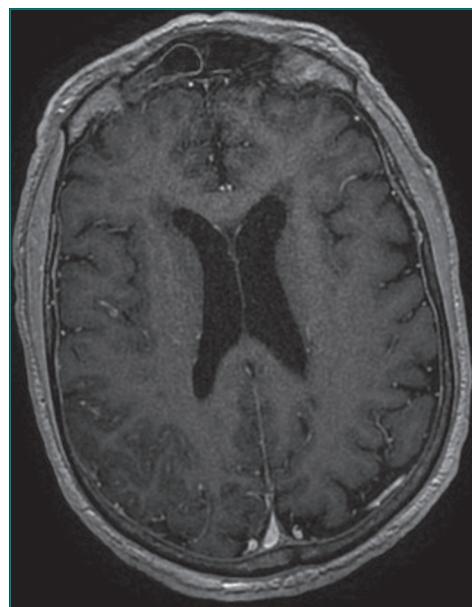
IRM cérébrale en séquence T1 axiale après injection de gadolinium : plage corticale temporo-occipitale droite en hyposignal rehaussée de façon gyriiforme.
